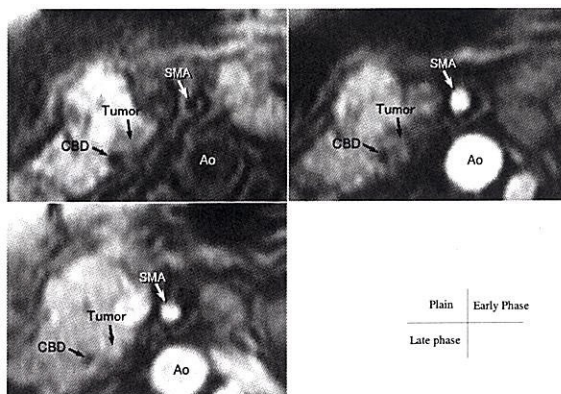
ダイナミックMRI (脂肪抑制法併用T1強調像)
